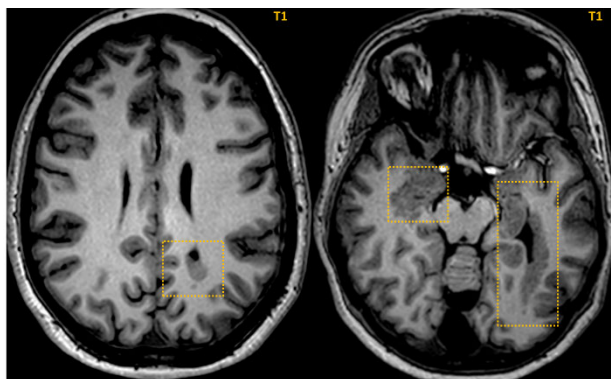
Узелковая перивентрикулярная гетеротопия с биполушарным поражением в теменно-височных областях головного мозга у больной 43 лет с фокальной эпилепсией, данные МРТ (3Т) в режиме «эпипротокол»
